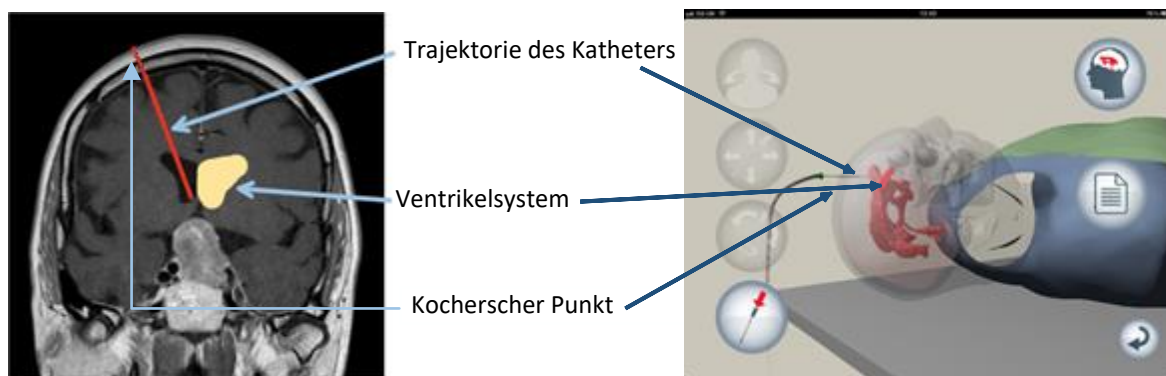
Links: Koronarer Schnitt durch den Schädel (MRT, T1-Wichtung) in Höhe der Kranznaht. Rechts: Screenshot aus der Trainingssoftware vCath zur Ventrikelpunktion.
